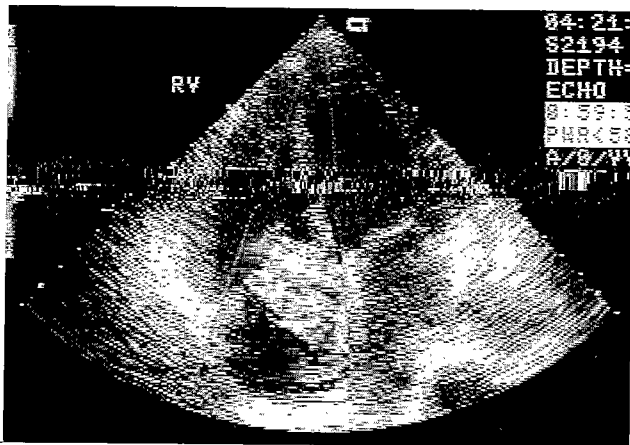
Preoperative echocardiogram shows severe tricuspid insufficiency.
